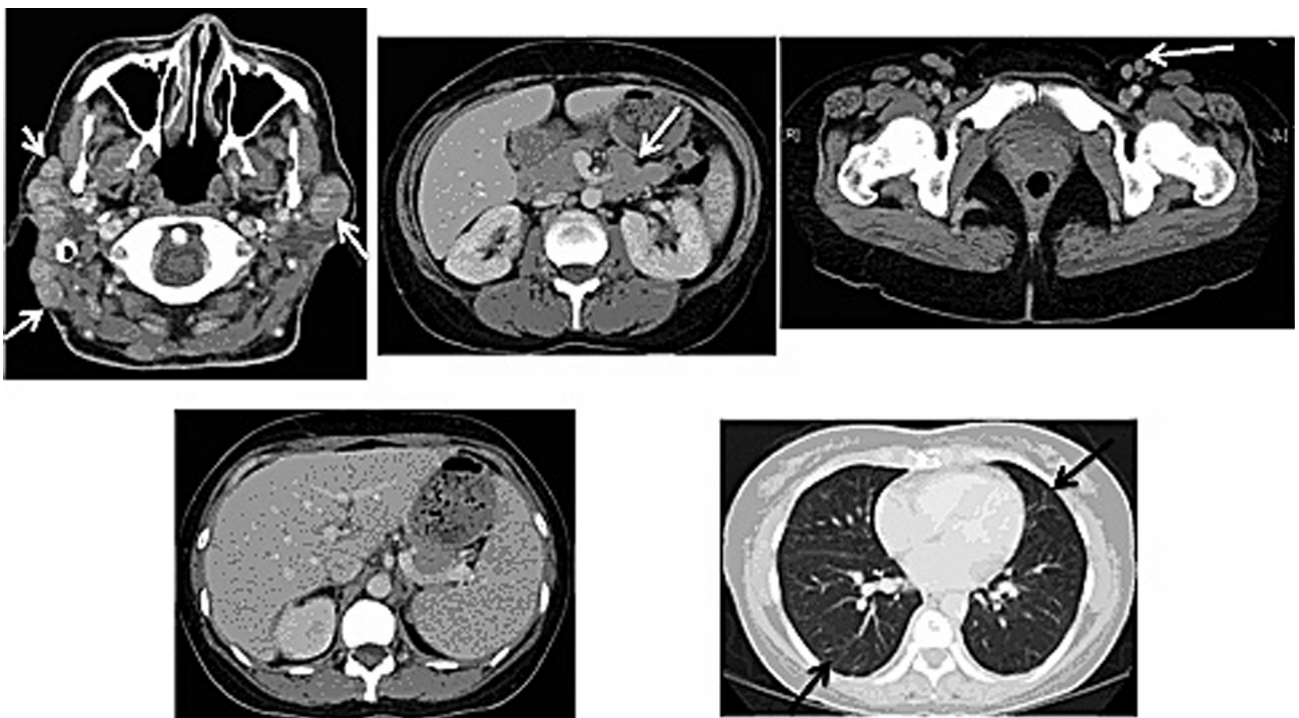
頸部，胸部，腹部，骨盤部造影 CT (2007 年 9 月)
